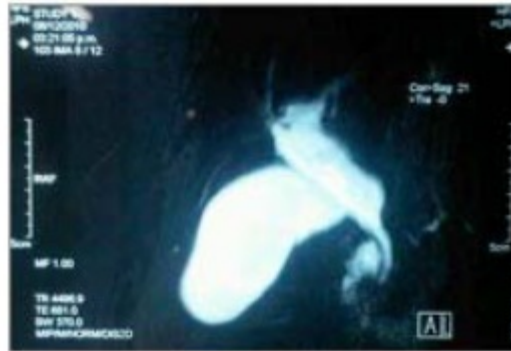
Colangioresonancia. Quiste de Colédoco tipo I.
